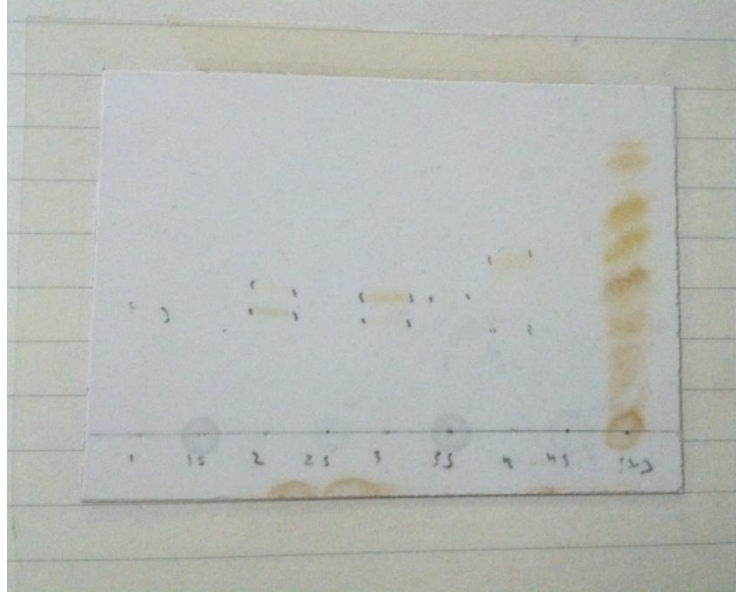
Prep-İTK dan kesilen bantlar (254 nm)
